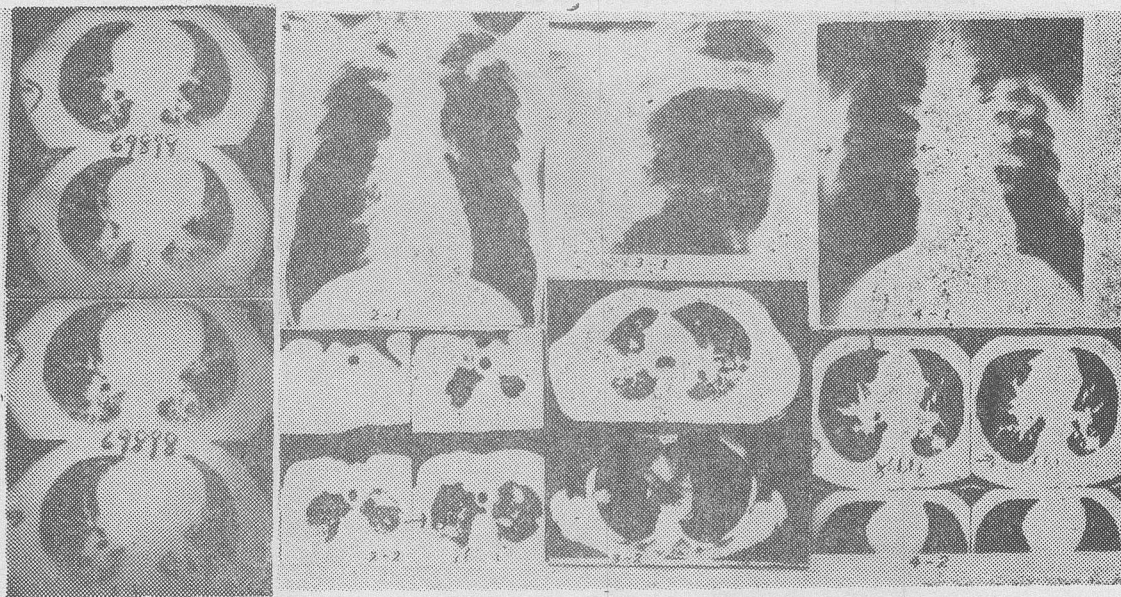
1.普通CT (层距、层厚10mm)显示小阴影不清楚。图1—2.薄层CT (层距、层厚1.5mm)显示小阴影较清楚。
